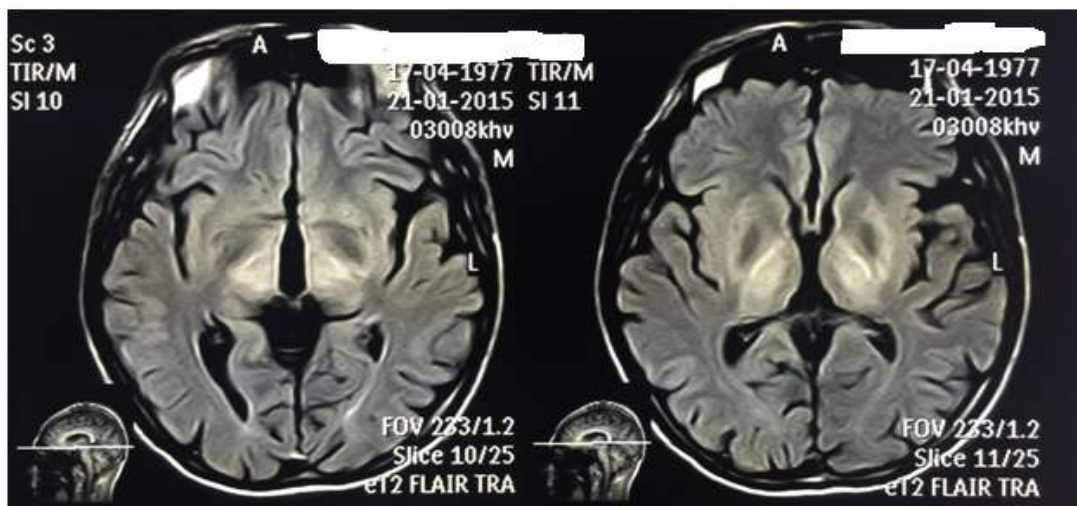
МРТ головного мозга (FLAIR) пациента с ГЛД
